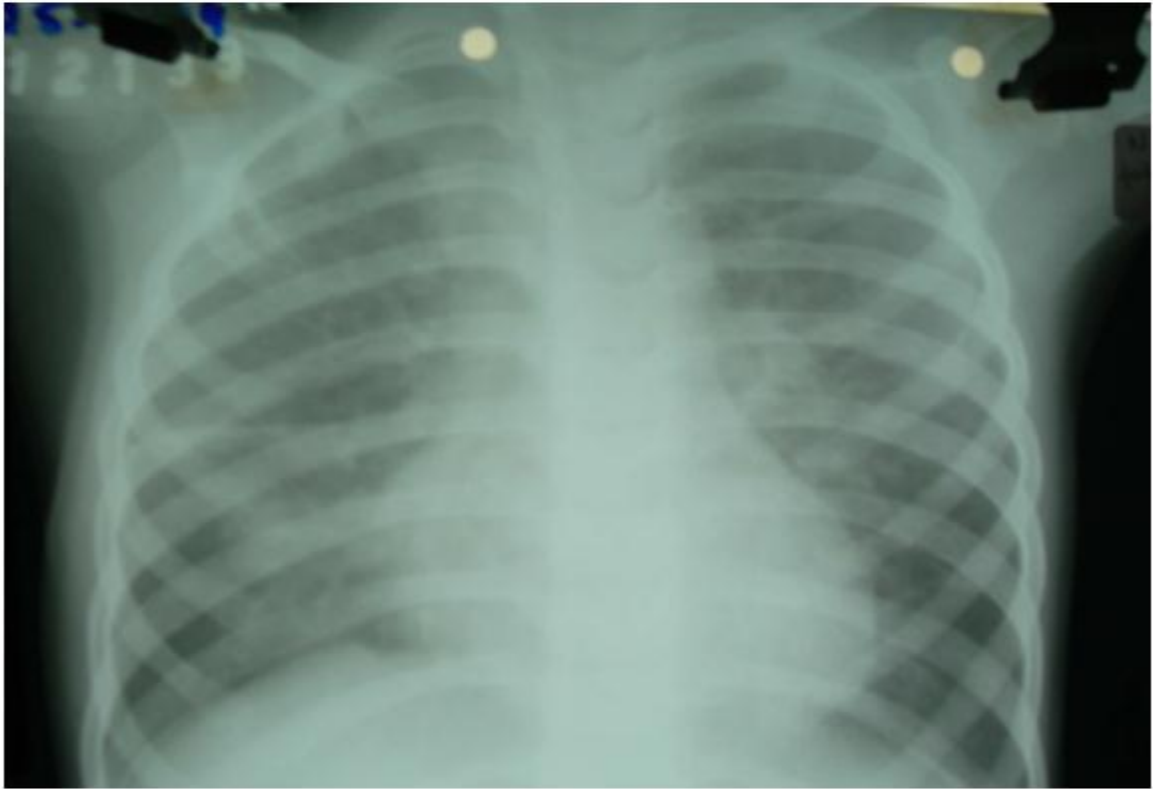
Radiografias de tórax do caso 137
